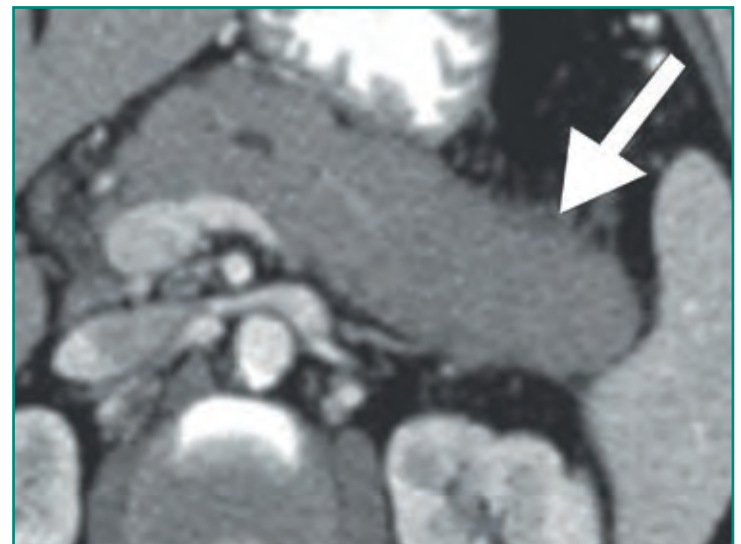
TC que demuestra un páncreas en salchicha típico de la pancreatitis autoinmune.
